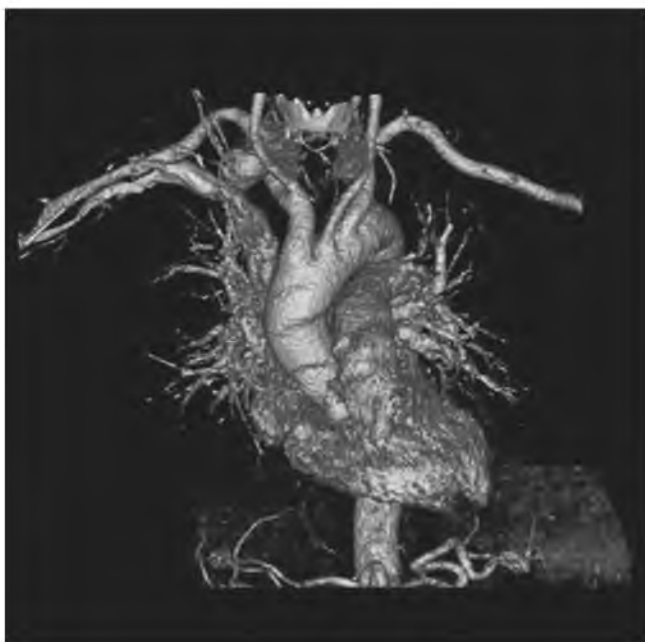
Мультиспиральная компьютерная томография с внутривенным контрастным усилением, 3D VR-реконструкция.
